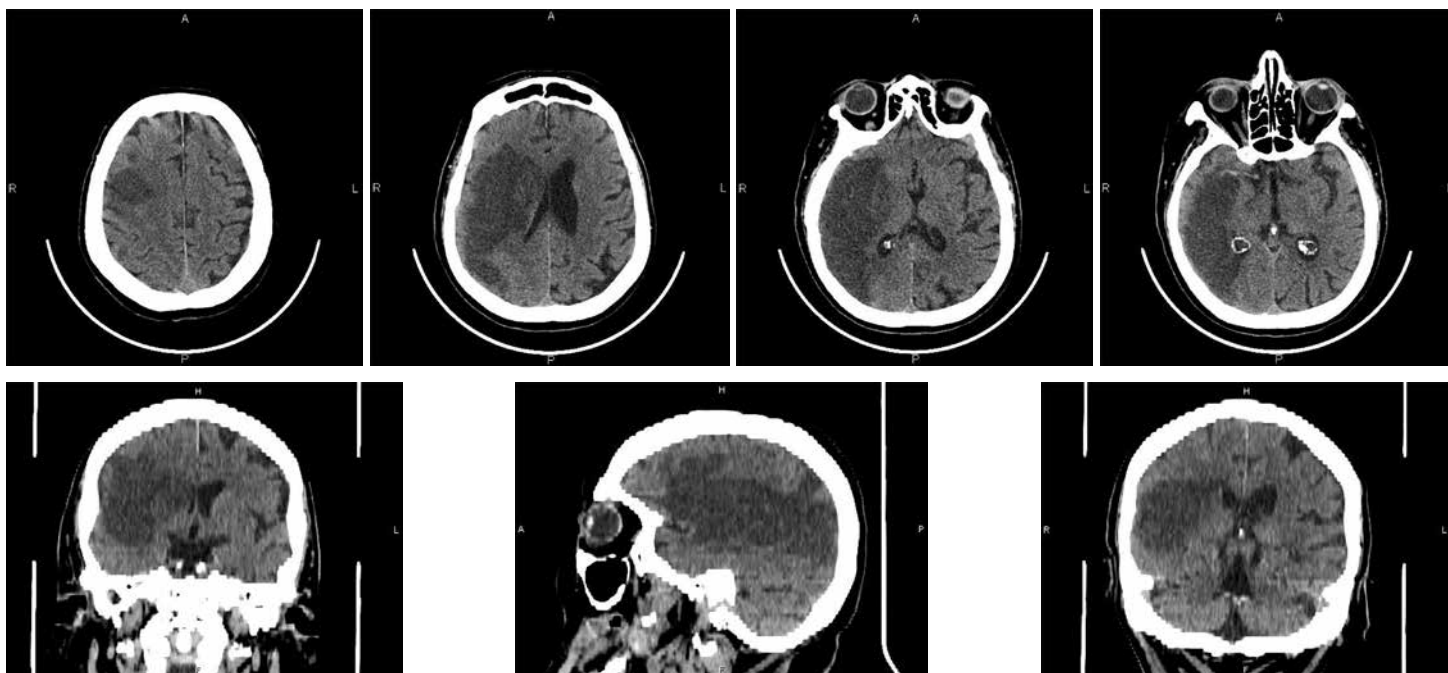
Компьютерные томограммы пациентки Б., 83 года, ранний восстановительный период церебрального ишемического инсульта: обширная гиподенсивная зона в паренхиме лобно-височно-теменно-затылочной области справа
